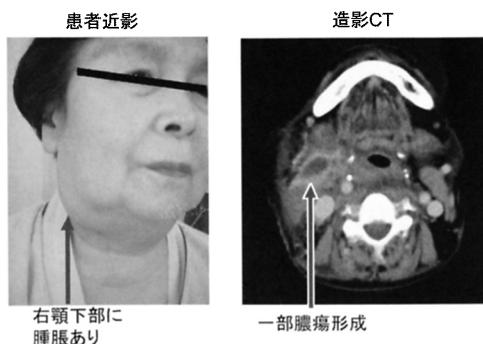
A patient recent photograph at the time of the hospitalization and CT views
